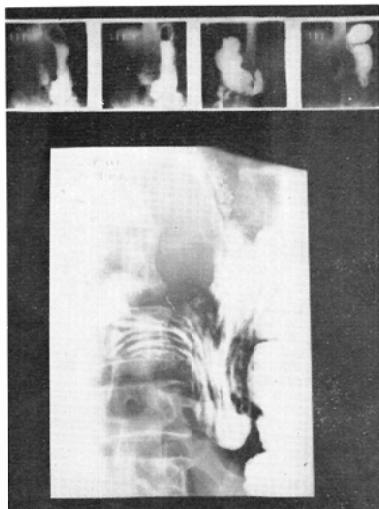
Case 5. deformity of Angulus (over. miniature, under. routine X-ray) ulcer.
